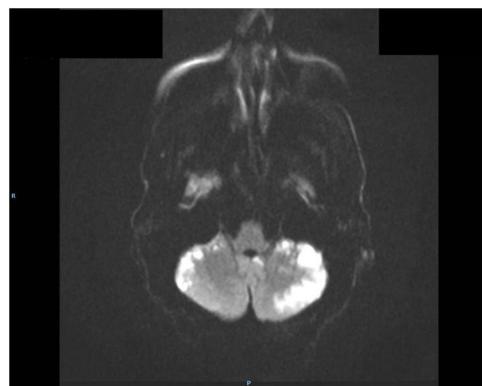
Imagen de resonancia magnética. Corte axial secuencia difusión que muestra infartos agudos en hemisferios cerebelosos.
